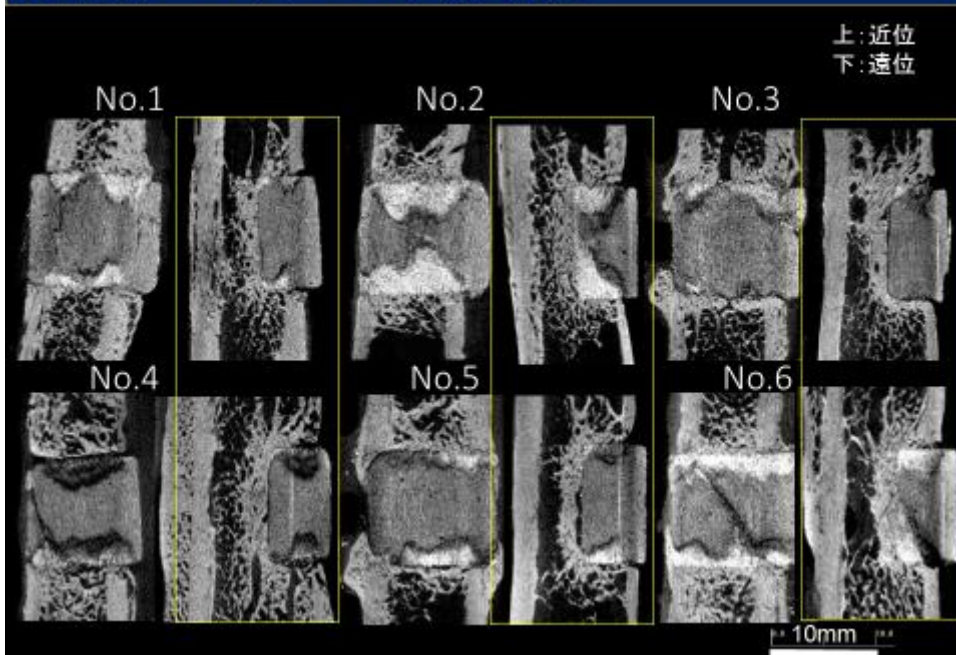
負荷群 術後 3 か月マイクロ CT 画像
